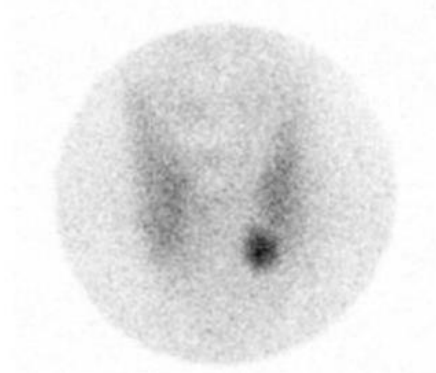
Pinhole scintigraphie patient #1, 45 minutes post injection Tc-99m-MIBI
